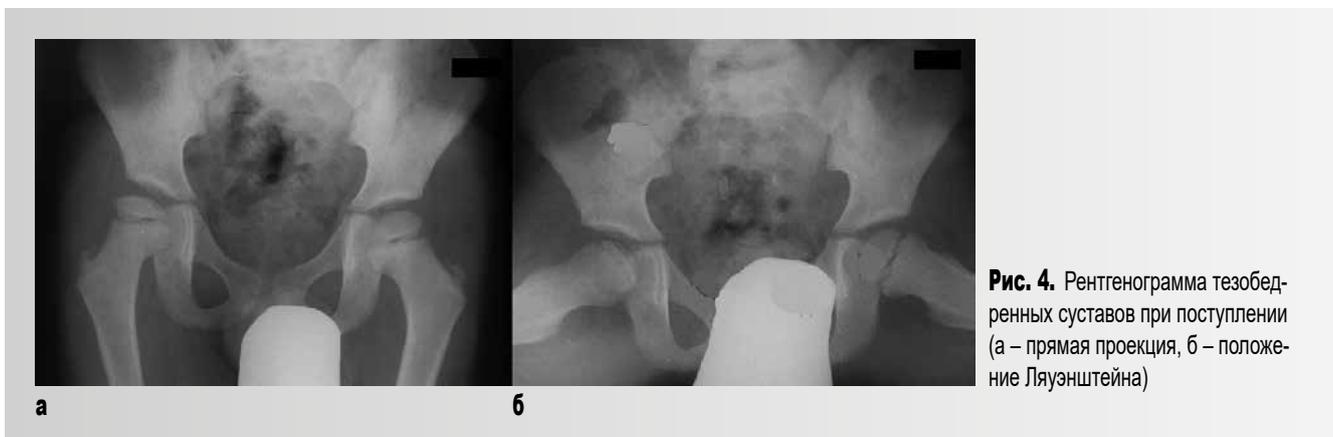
Рентгенограмма тазобедренных суставов при поступлении (а – прямая проекция, б – положение Ляуэнштейна)
